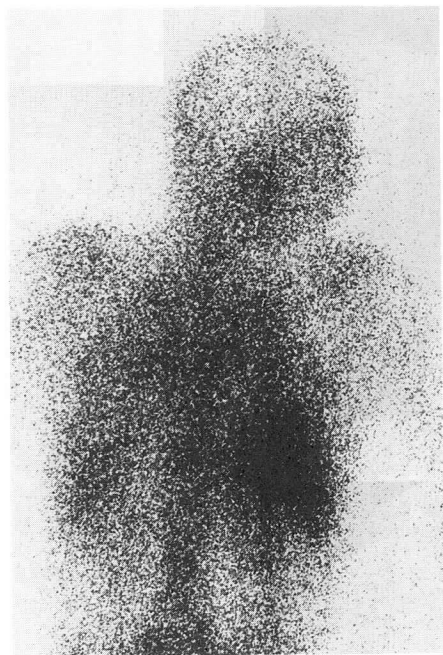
^{67}Ga -citrate scintigram shows slightly increased accumulations on bilateral lung fields.
